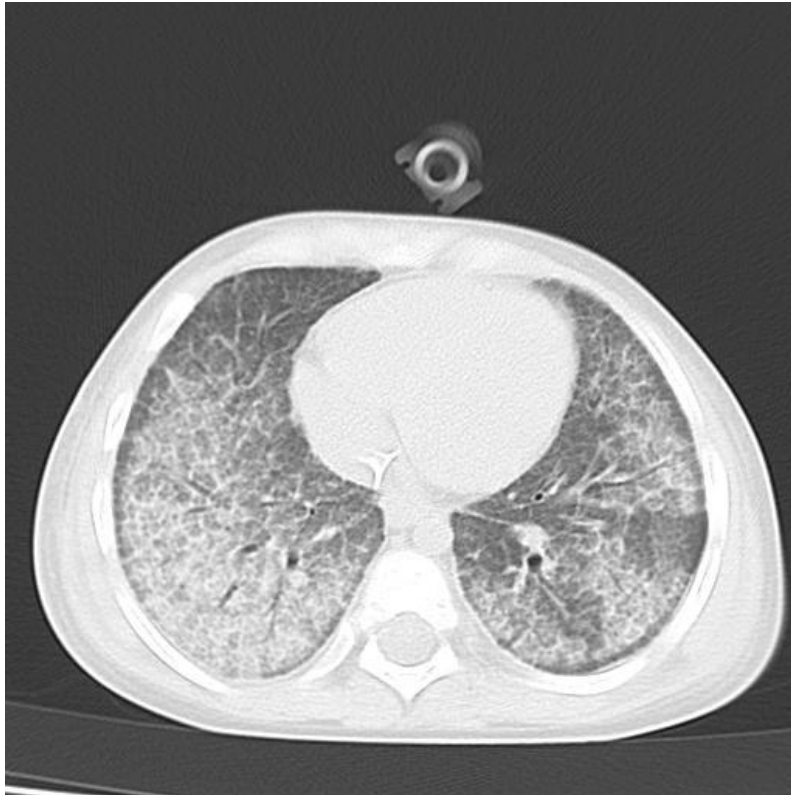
CT Alveolarproteinose 2
